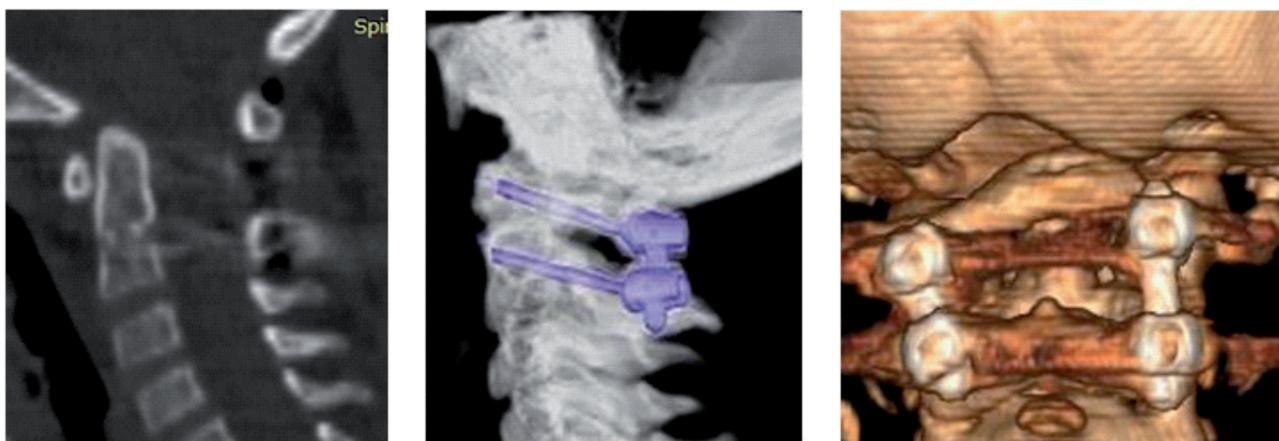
КТ контроль после операции: 1а – в сагитальной проекции; 1б,с – 3D реконструкция в сагитальной и фронтальной проекциях
